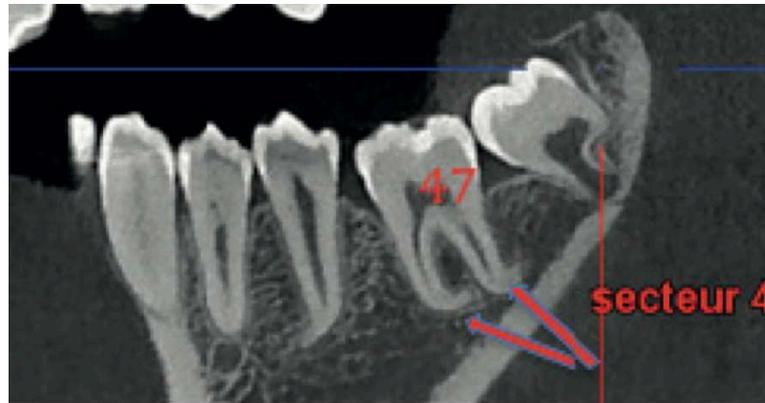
Coupe sagittale d'un CBCT (Cone Beam Computed Tomography), la 47 présente des apex en forme de crochets (72).
